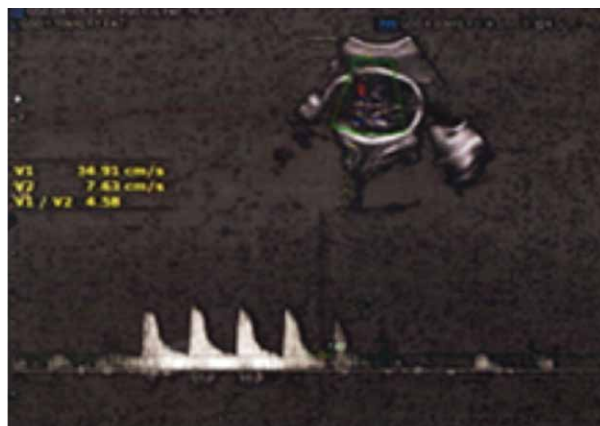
Doppler da artéria cerebral média: Rastreamento positivo pra anemia fetal. Fonte: Fértil Diagnósticos
